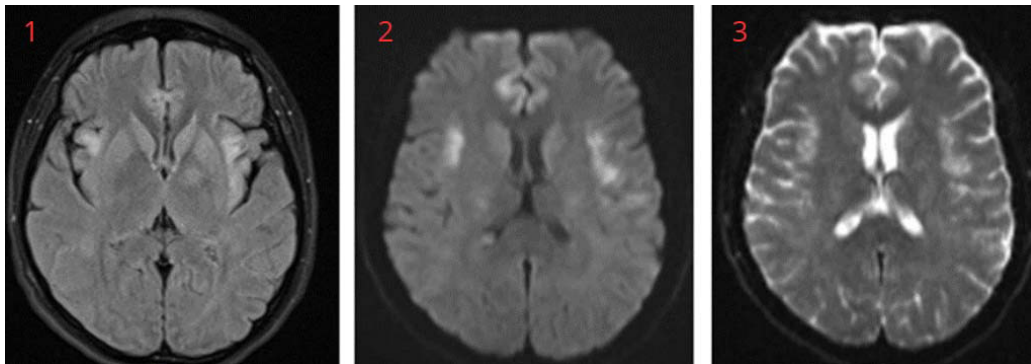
Resonancia magnética cerebral en corte axial a nivel de los ganglios basales y de los ventrículos laterales, que muestra signos de hipertensión intracraneal y edema cerebral. Los cortes axiales de resonancia magnética demuestran los siguientes hallazgos: 1) Secuencia FLAIR: Se evidencia una lesión hiperintensa a nivel temporal medial bilateral, predominantemente a la izquierda, lo que sugiere un posible proceso inflamatorio o isquémico que afecta esta región. 2) Imagen ponderada en difusión (DWI): La lesión presenta restricción de la difusión en la misma área. 3) Coeficiente de difusión aparente (ADC): La secuencia confirma la presencia de valores bajos dentro de la lesión en las regiones afectadas, incluida el área frontal medial.
